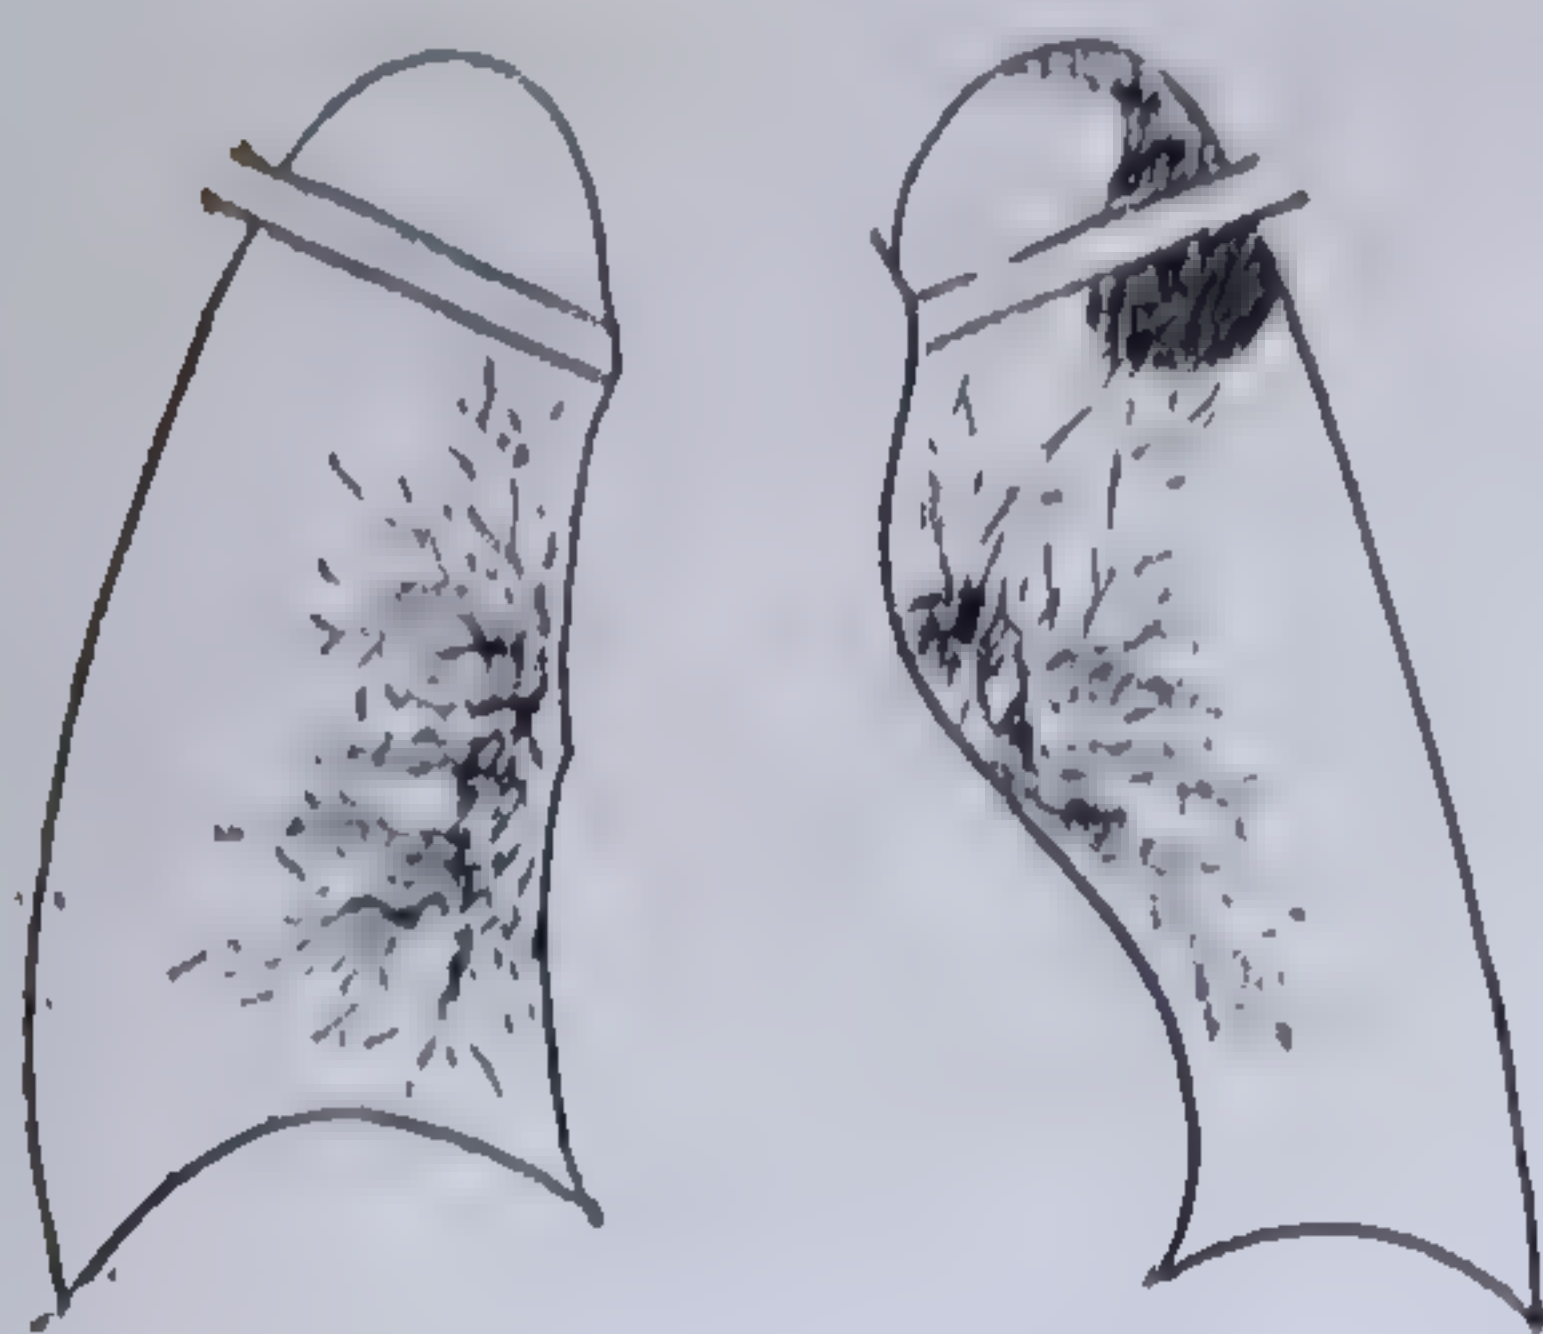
a. — S. M 38 ani, bărbat. Durere la vârful hemitoracelui stâng, subfebril, tuse fără expectorație, slăbire în greutate. Radiografic, tumoare cât un ou, fără erodarea coastelor, la vârful plămânului stâng (colecția dr. A. Rosenberg).
